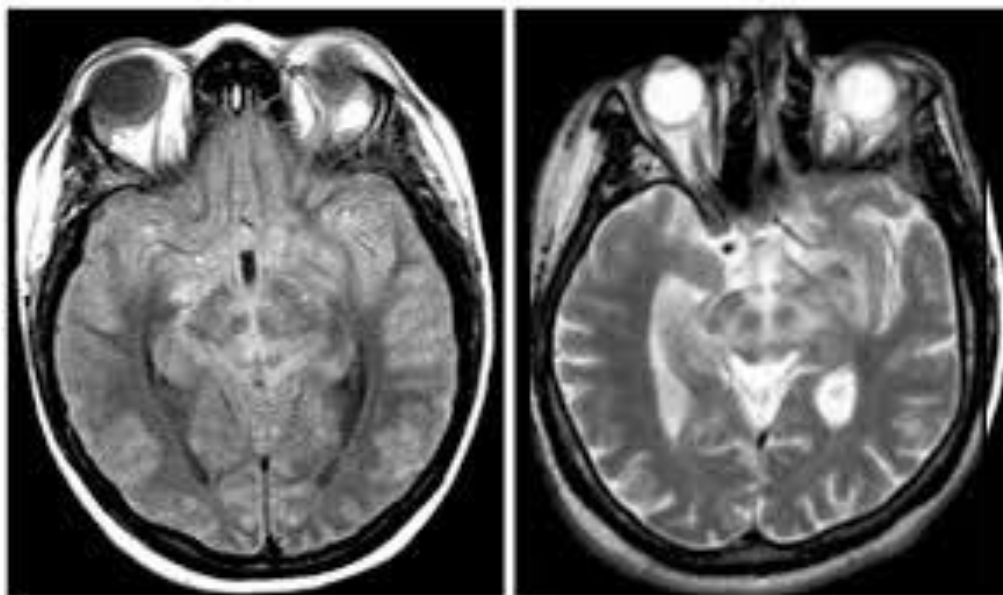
Sinal da face da panda gigante na RMN³⁴
